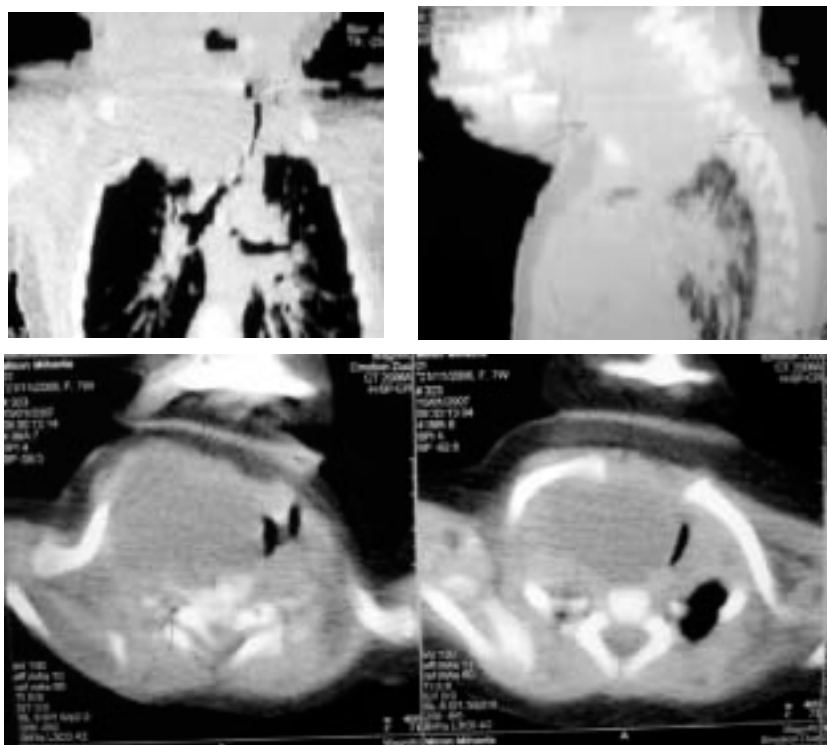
CT axială preoperatorie a pacientei M. (Explicații în text).
